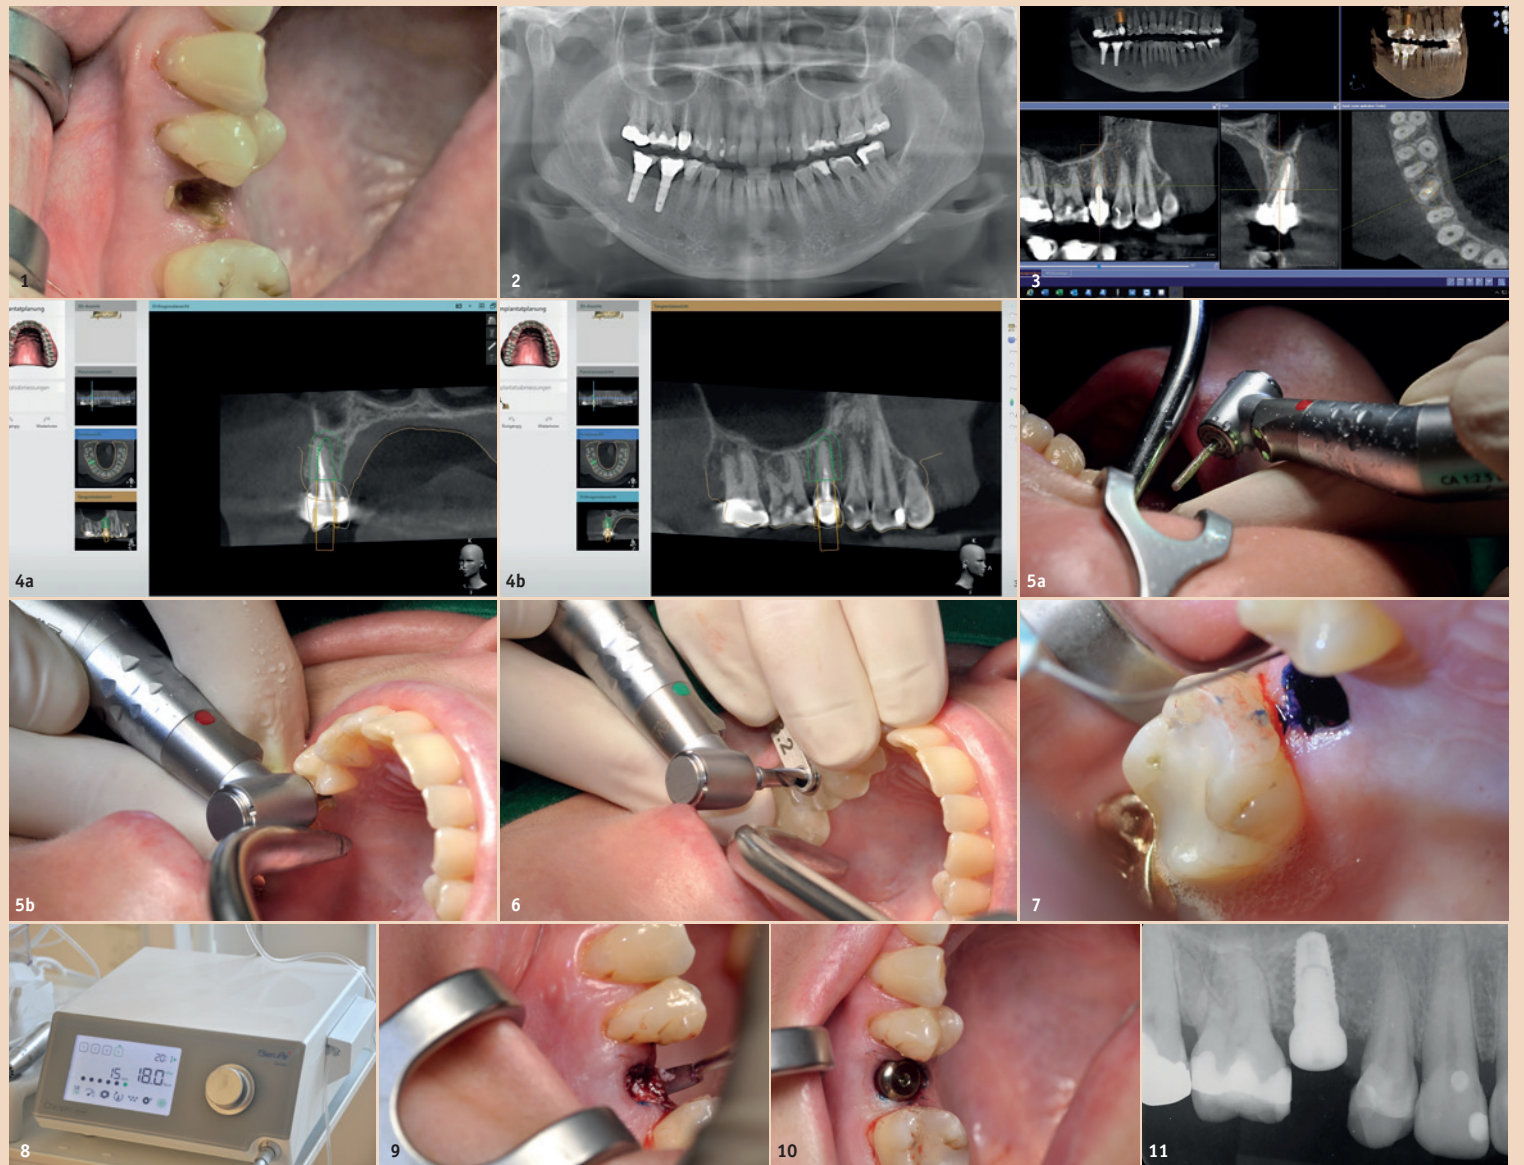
Ausgangssituation. – Abb. 2: Orthopantomogramm. – Abb. 3: Digitale Volumentomografie. – Abb. 4a und b: Digitale Implantatplanung (Implant Studio®, 3Shape). – Abb. 5a und b: Entfernung von Wurzelfüllmaterial mit einem Chirurgiewinkelstück (CA 1:2,5 L Micro-Series, Bien-Air) – Abb. 6: Schablonengeführte Implantatbett-Aufbereitung. – Abb. 7: Photodynamische Therapie (HELBO®, bredent medical GmbH & Co. KG) nach Entfernung der Wurzel. – Abb. 8: Anzeige des aufgebrachtten Drehmomentes bei Implantatinserterion. – Abb. 9: Auffüllen der Spalräume zur Alveolenwand mit xenogenem Knochenersatzmaterial. – Abb. 10: Durch Gingivaformer verschlossenes Implantat direkt nach der OP. – Abb. 11: Zahnfilm post-OP.
